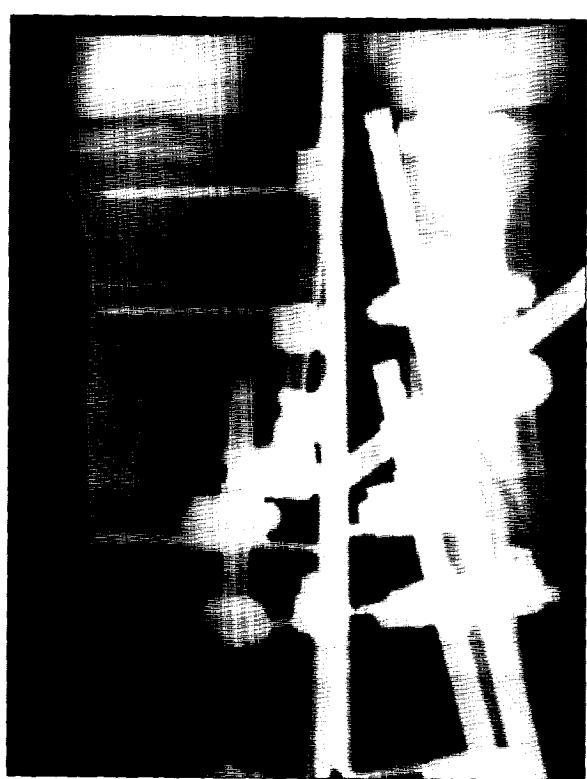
Caso 14, radiografía posoperatoria.
